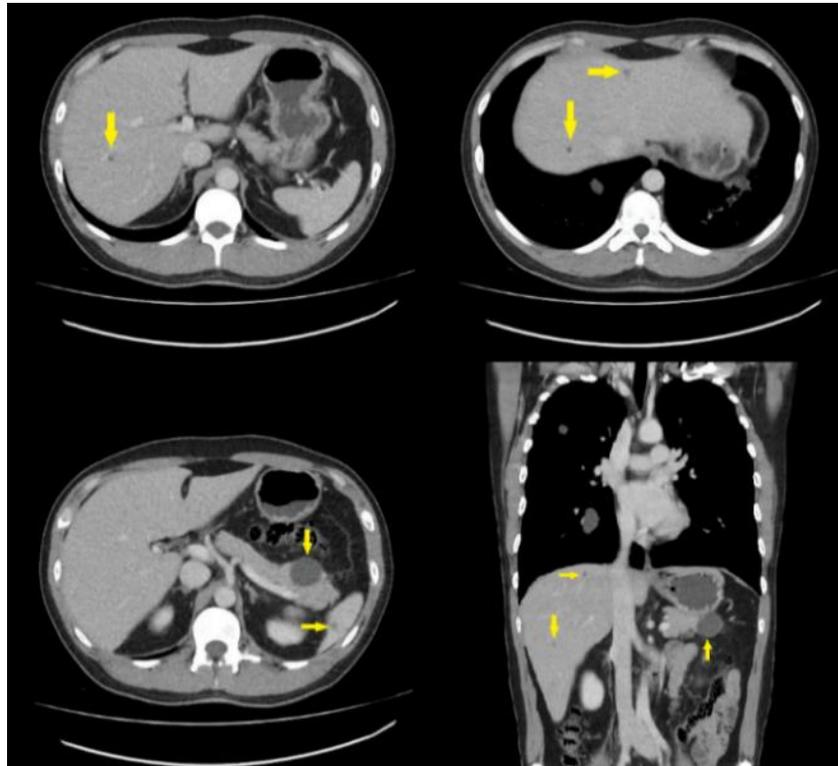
Tomografía abdominal contrastada. Se muestra múltiples imágenes nodulares hipodensas en el parénquima hepático, dos lesiones nodulares hipodensas en bazo y en cola del páncreas.
